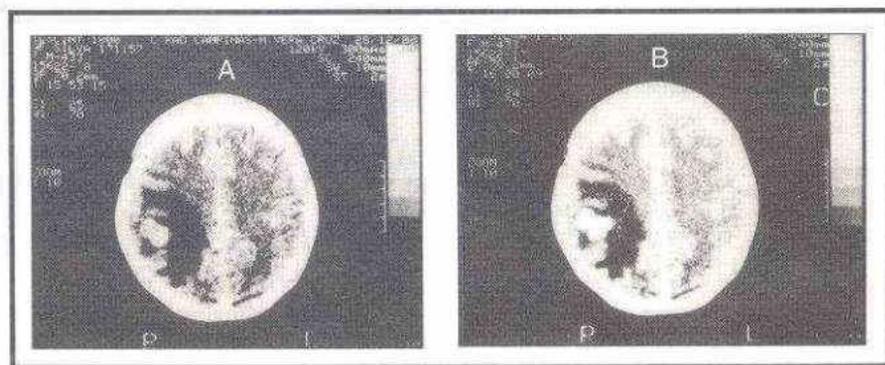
Tomografia computadorizada de nódulo metastático em região parietal direita. A. Sem contraste. B. Com contraste.
